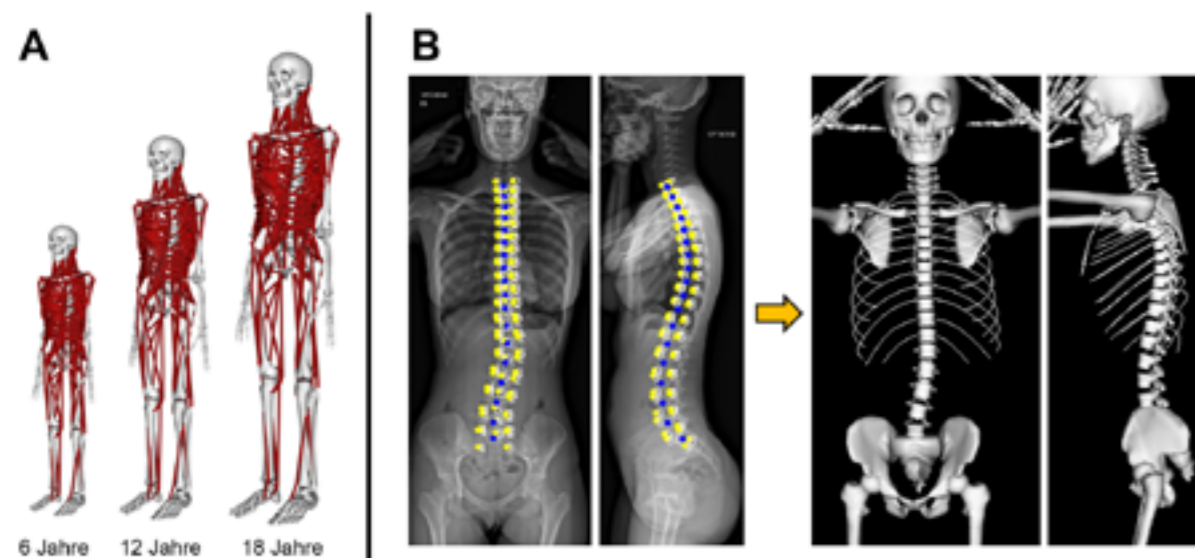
Muskuloskeletale Basismodelle für Kinder und Jugendliche von 6 bis 18 Jahren (A) und Implementierung der Skoliose-spezifischen Wirbelsäulen-Deformität basierend auf bi-planaren Röntgenbildern (B).
